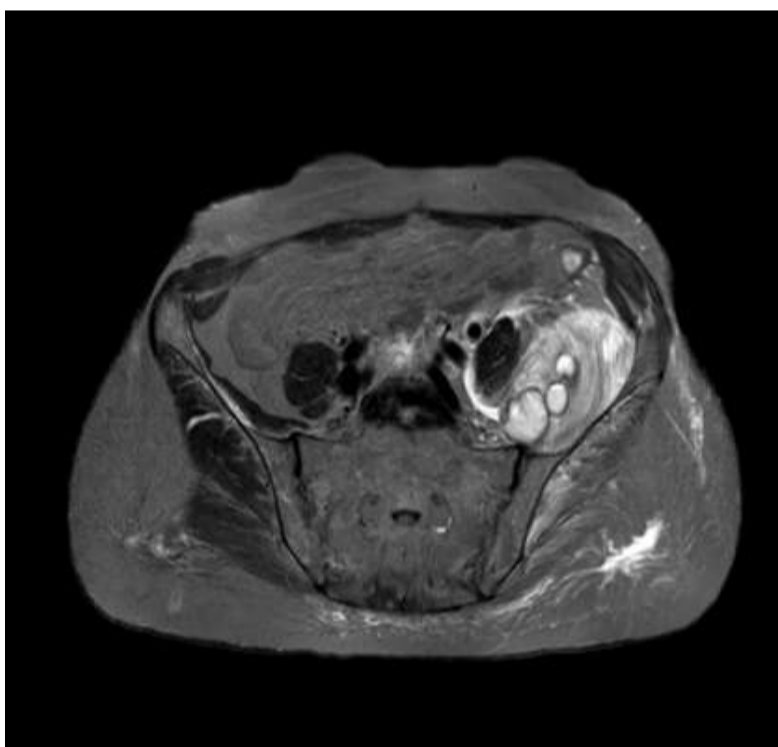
RMN abdomino-pélvica que evidencia hematoma del músculo psoas ilíaco izquierdo
